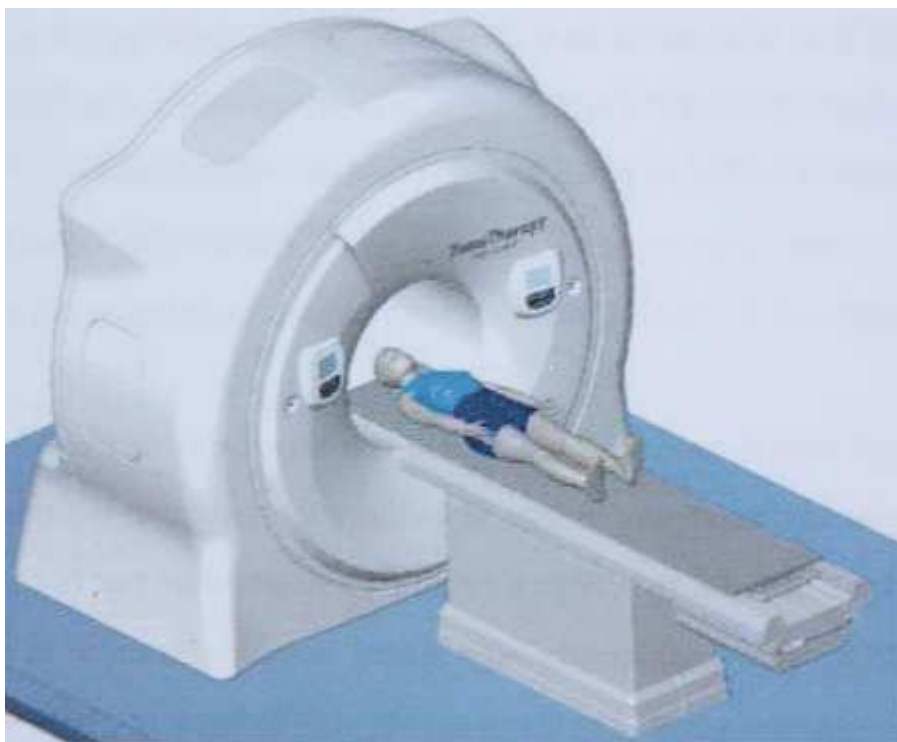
La posizione del paziente per l'esecuzione della TAC
